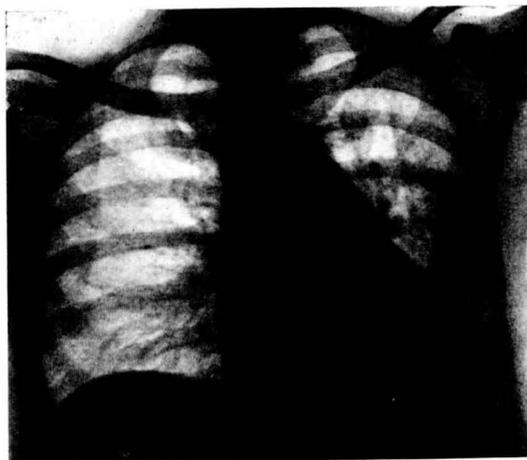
Imagen infiltrativa de la parte media del pulmón izquierdo con pérdida de substancia; en algunas radiografías se aprecia una imagen hidraérea. La hipótesis de una supuración pulmonar parecía lógica; no obstante, la atracción del corazón y del mediastino hacia la izquierda hacía sospechar un cáncer (Obs. 1).
